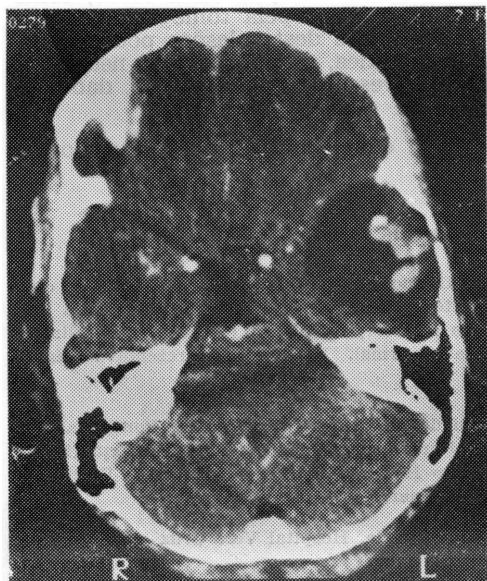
Caso 1. TC evidenciando lesão cística com nódulo mural temporal esquerdo.
